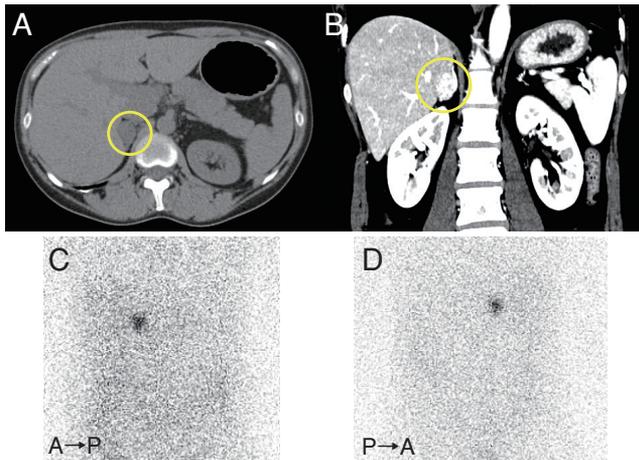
腹部CT (A・B) ならびに¹³¹I-Adosterol シンチグラフィ (C・D) 所見
